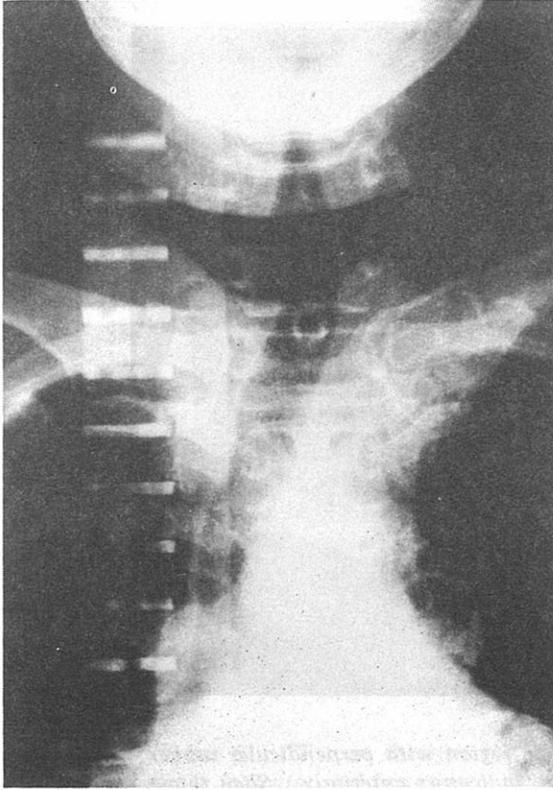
Anteroposterior radiograph of chest and cedar block with perpendicular rubber indicators.
